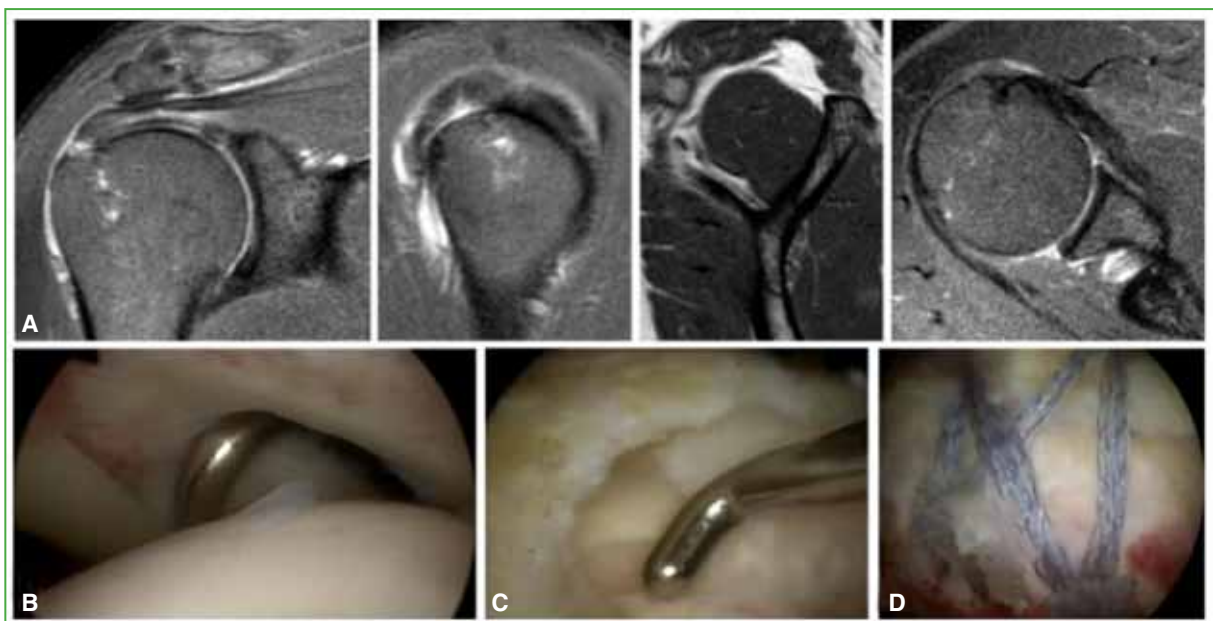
Paciente de 60 años con lesión del supraespinoso derecho. A. Imágenes de resonancia magnética. Se observa una lesión completa insercional del supraespinoso. B. Vista intrarticular de la lesión. C. Vista subacromial de la lesión. D. Vista final subacromial de la reparación. Se utilizaron 2 arpones mediales y 2 laterales.
